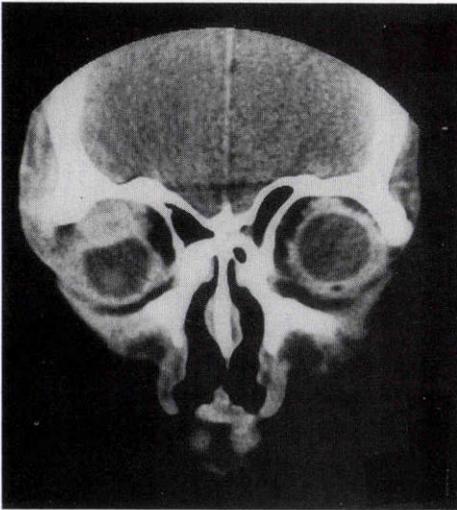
眼窩部 CT (左 plain CT・右 enhanced CT).
